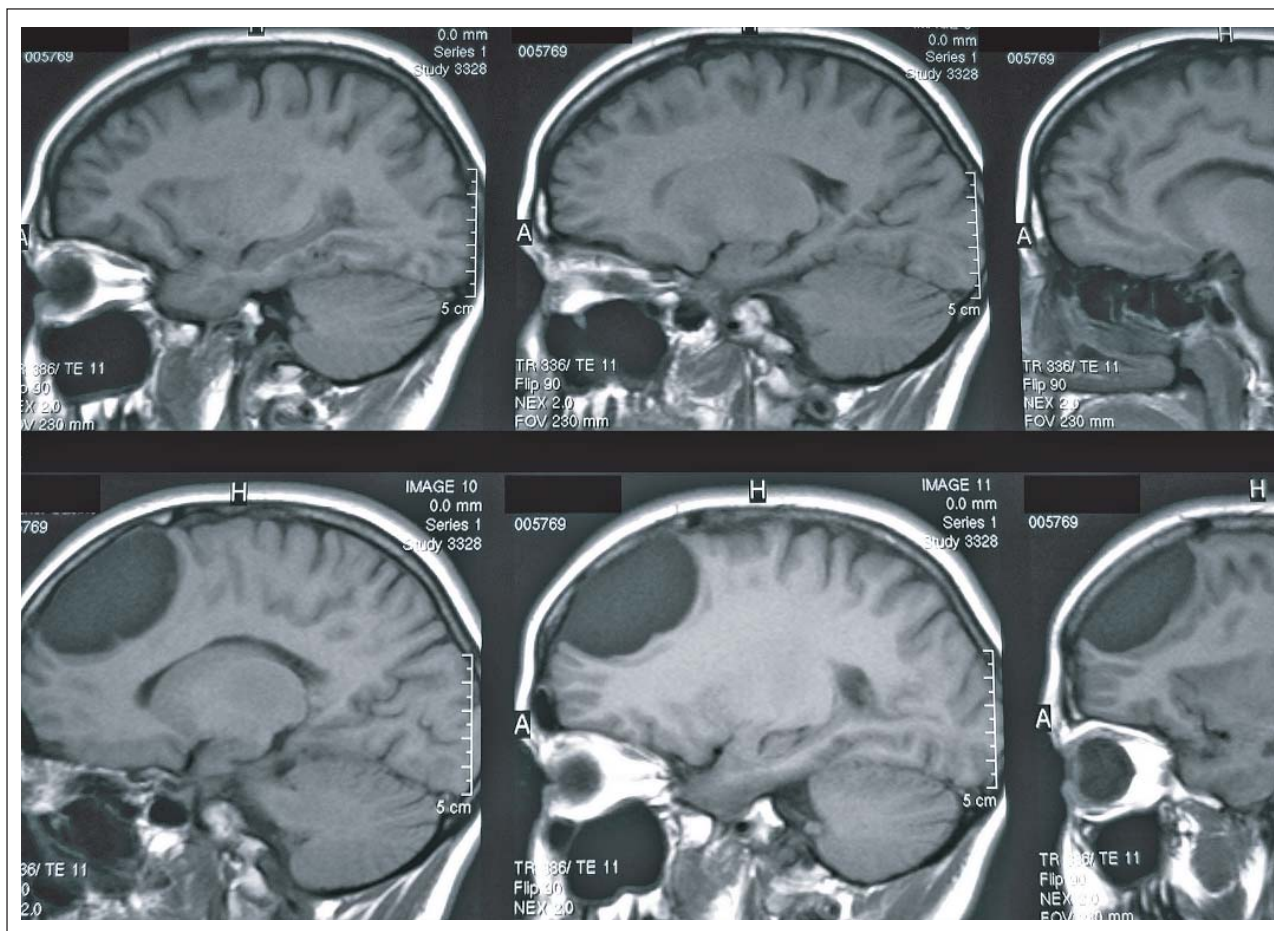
Schädel-MRT, T1, sagittal: Die als Arachnoidalzyste diagnostizierte Läsion frontal aus dem Jahr 1999. Damals ein Zufallsbefund im Rahmen einer Burnout-Diagnostik.
